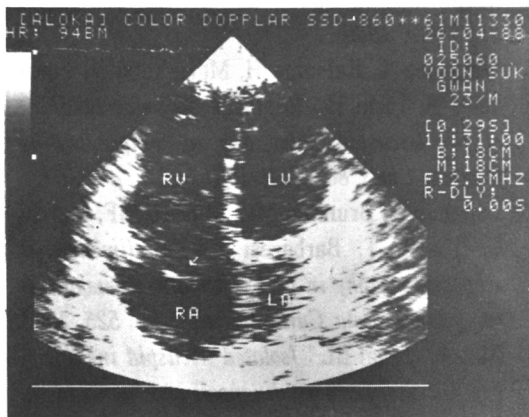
2-D echocardiography (apical 4 chamber view) showing flail anterior leaflet (arrow) of the tricuspid valve.
